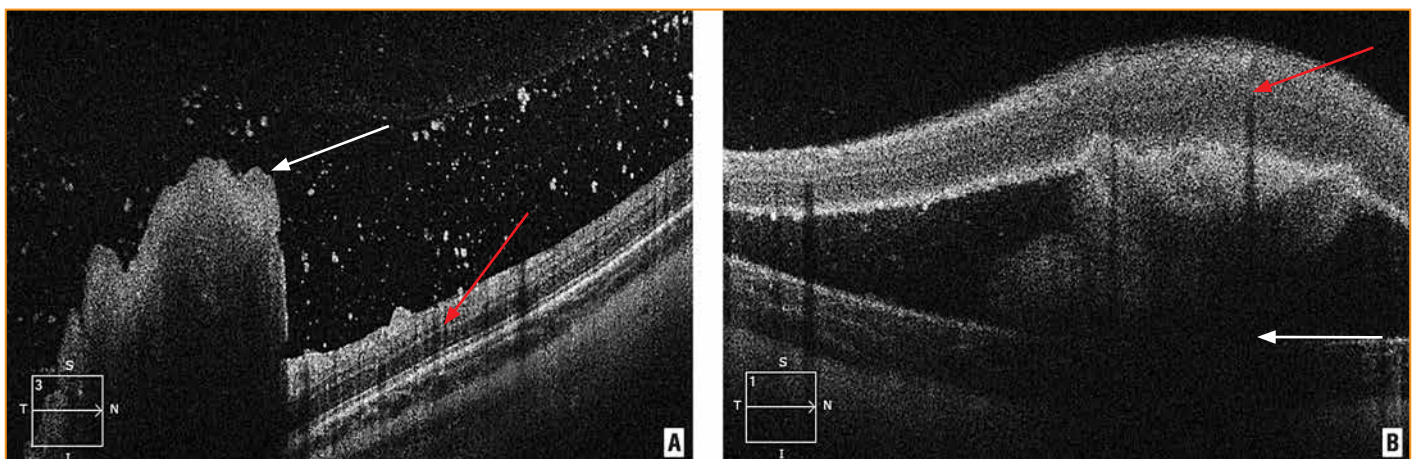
Оптическая когерентная томограмма глаза с ретинобластомой при эндофитном (А) и экзофитном (В) росте опухоли (красными стрелками указана сетчатка, белыми стрелками – узел опухоли)
